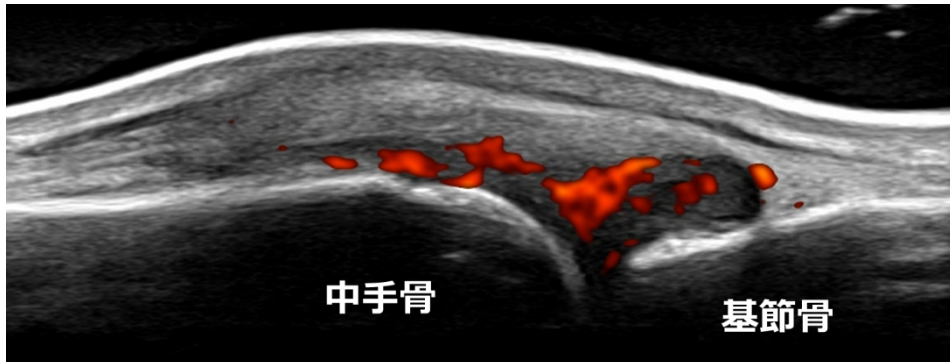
関節リウマチに典型的な関節内滑膜炎のエコー画像
